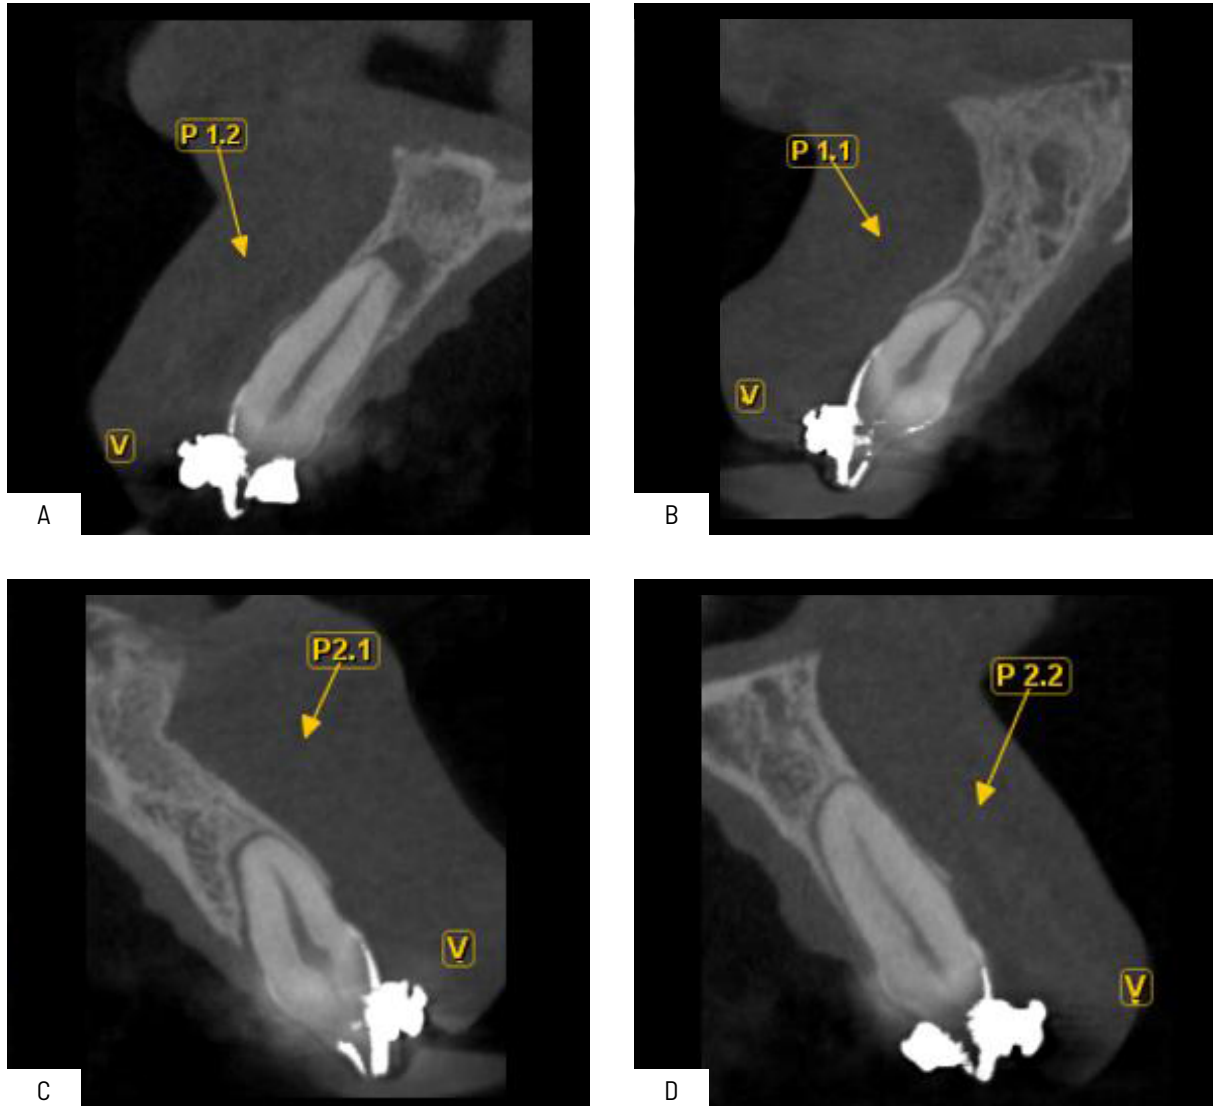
Tomografía computarizada de haz cónico de control postoperatorio.
